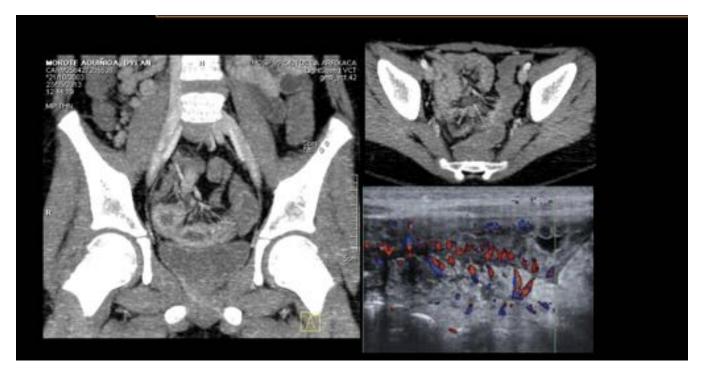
El incremento de la vascularización mesentérica corresponde a la conocida imagen del comb sign o signo del peine. Cortes coronal y exial reconstrucción MIP de TC abdominal con contraste i.v. y corte transversal de ecografía abdominal Doppler color, donde se aprecia ingurgitación de la vasa mesentérica.
